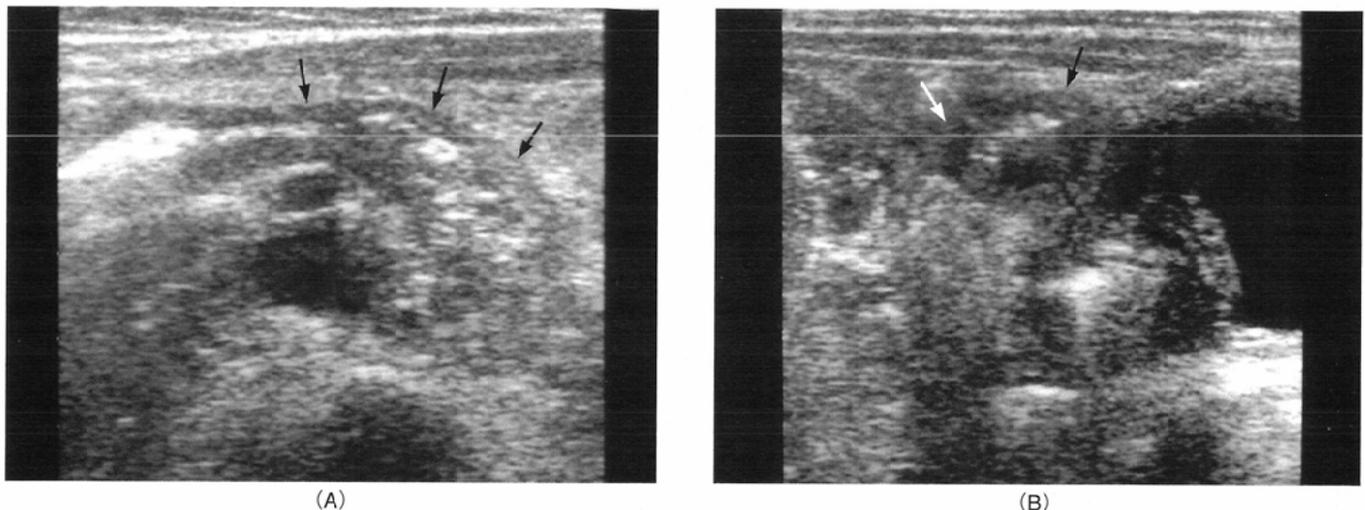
Henoch-Schölein purpura. This 7-year-old girl presented with a 4-day history of right lower abdominal pain. Transverse (A) and longitudinal (B) sonograms of the right lower abdomen show terminal ileal wall thickening (arrows). The characteristic rash developed a few days later.
